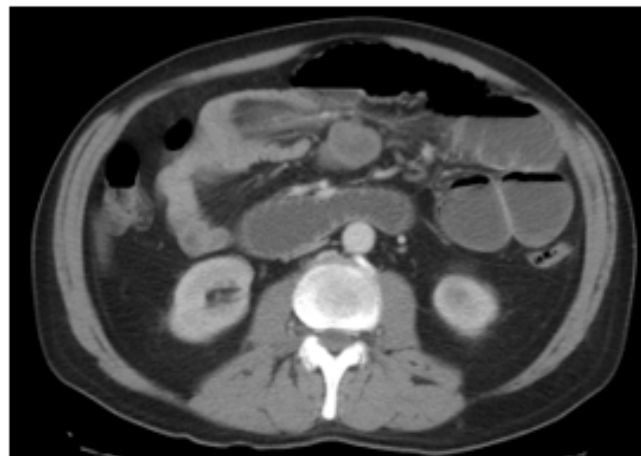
TC de abdomen y pelvis que evidencia intususcepción de intestino delgado.
